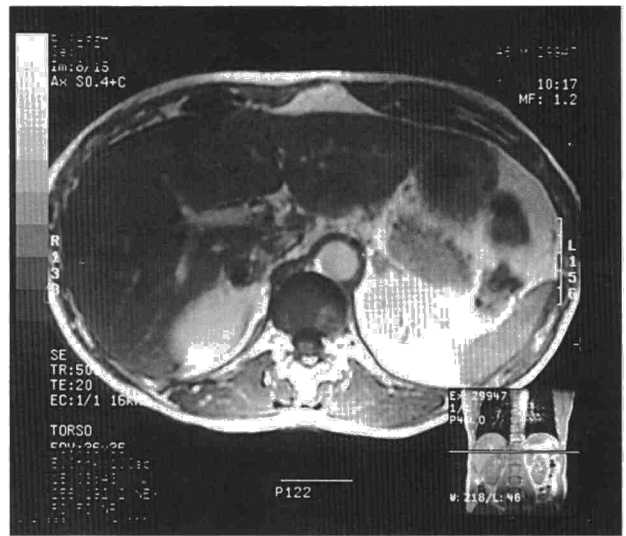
IRM *spin-echo* con contraste paramagnético en corte transversal de hemiabdomen superior donde se observa una glándula suprarrenal que no muestra captación.
